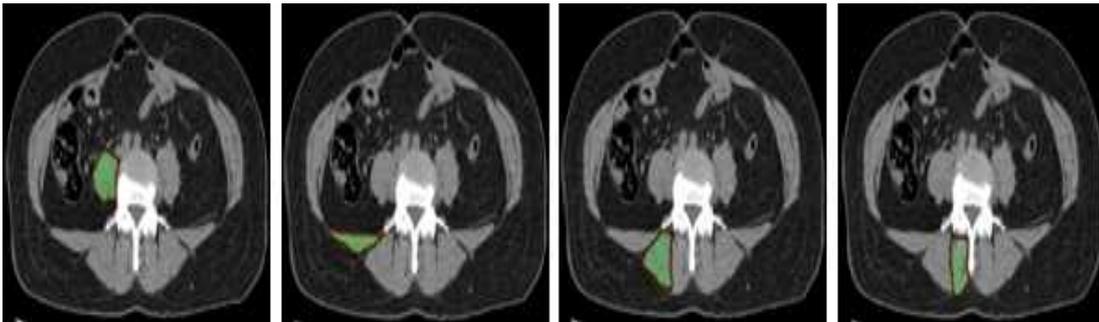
Lumbar muscle by CT scanner
